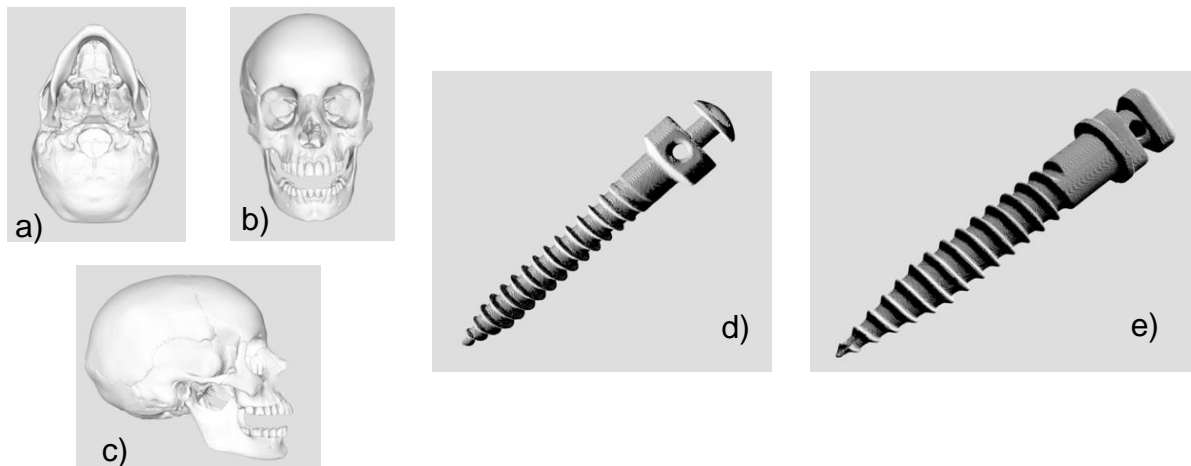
Tomografías convertidas a STL para usar el shelf mandibular y los DATs en el análisis de elementos finitos. Imágenes (a, b, c) son capturas de pantalla del modelo tridimensional tomado para la estructura ósea. Imagen d) DAT de acero inoxidable en modelo 3D y DAT de titanio modelo 3D en la imagen e).
